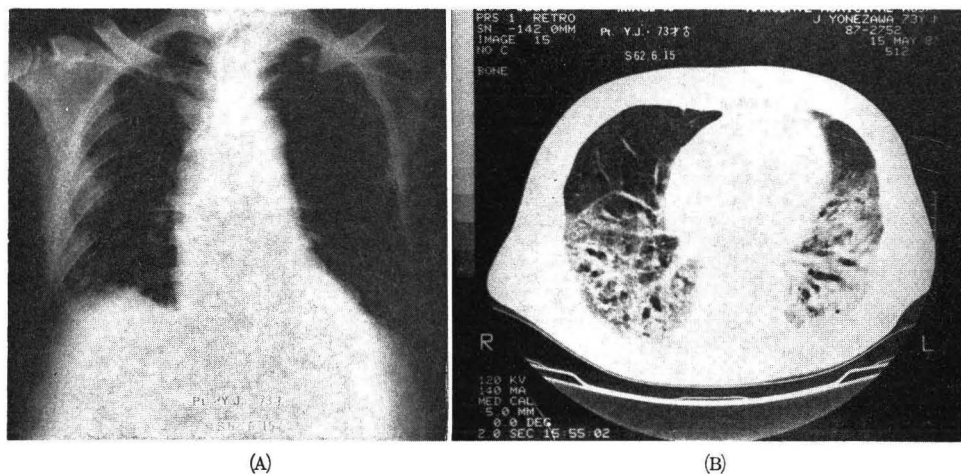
症例2の high PEEP (20 cmH₂O) 下での胸部単純X線写真(A)と肺 CT (B)
